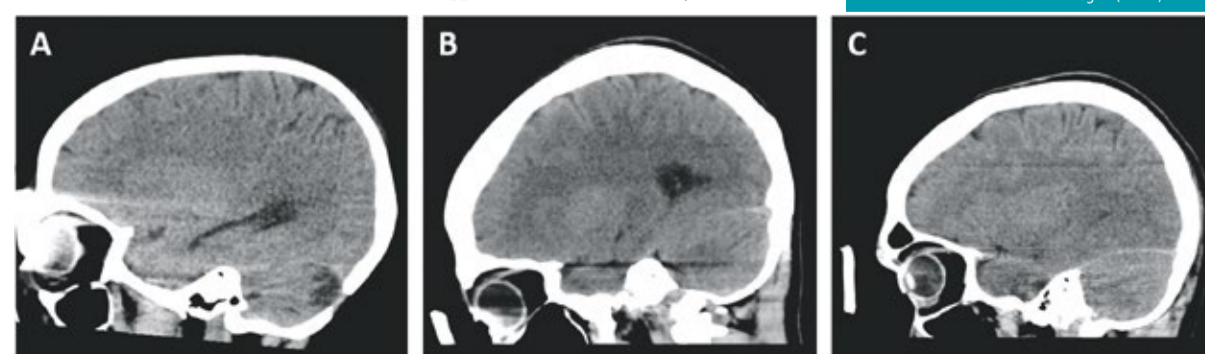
Beispiel über den Einfluss der korrekten Lagerung eines Augenschutzes bei der Schädel-CT. Bei hoher Lagerung (A) kommt es zu Aufhärtungsartefakten im Hirnparenchym, während bei zu tiefer Lagerung (B) die Augenlinse nur unzureichend geschützt ist. Bei richtiger Positionierung (C) jedoch ist eine exzellente Schutzwirkung ohne Nachteile für die Befundung zu erreichen.
